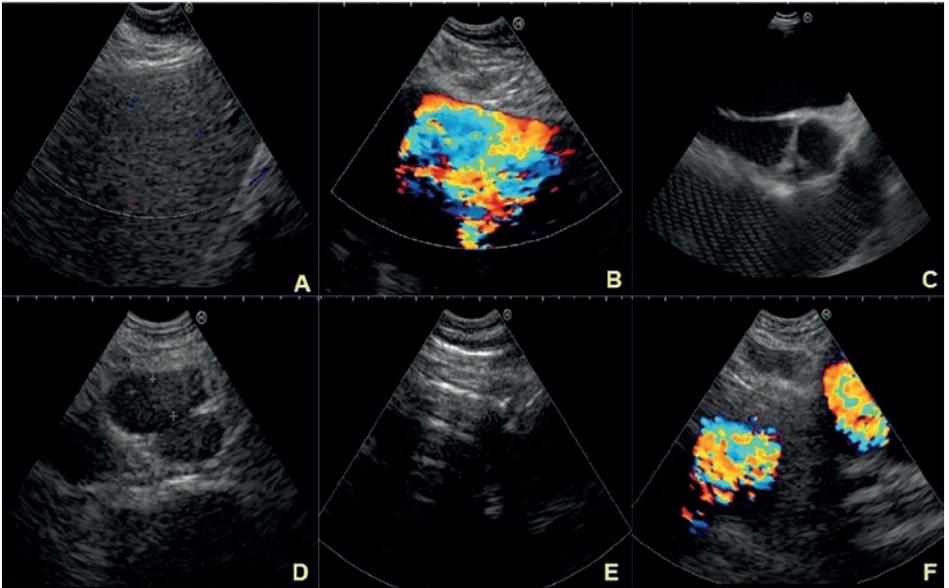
Visualizzazione ecografica dei reperti anatomici per via transesofagea in ordine di visualizzazione: A) lobo sinistro del fegato, B) aorta toracica, C) ventricolo sinistro, D) stazione linfonodale sottocarenale, E) bronco principale sinistro, F) stazione linfonodale della finestra aorto-polmonare.
